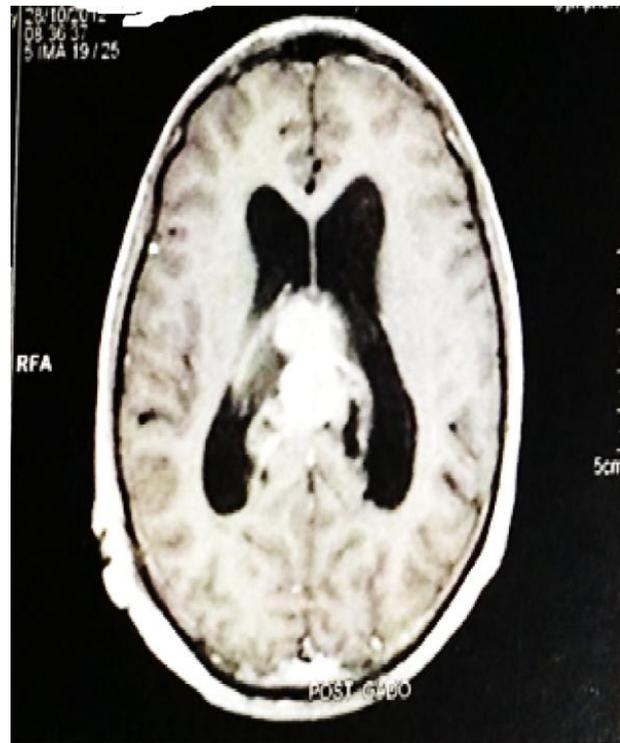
Image IRM coupe axiale d'un choriocarcinome avant chimiothérapie.
